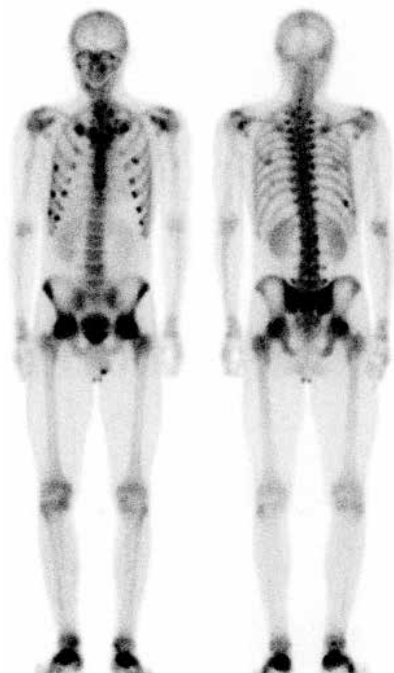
Сцинтиграфия скелета пациента X. (январь 2020 г.). Признаки диффузного повышения костного метаболизма с наличием множественных переломов ребер, поперечного отростка L5 слева, стресс-перелома крестца; данных о сакроилеите не получено
